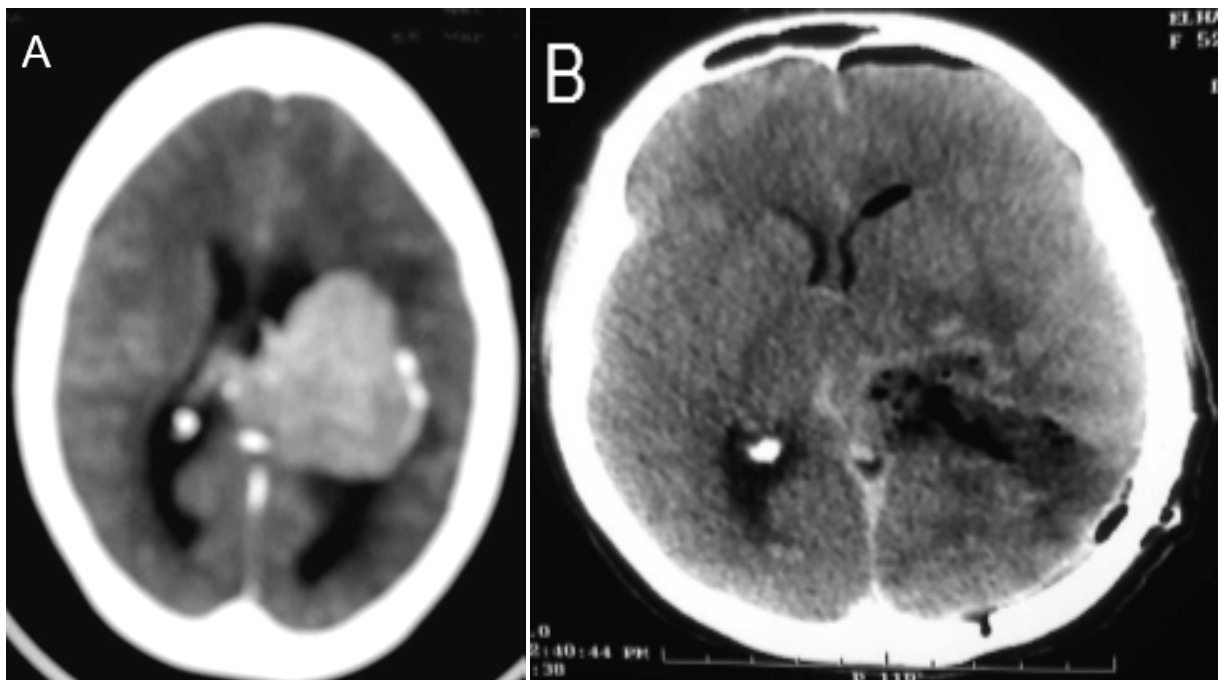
A : image de TDM cérébrale en coupes axiales après injection de contraste montrant un méningiome occupant le VL gauche et le carrefour du VL droit , prenant le contraste de façon homogène. B : TDM de contrôle après exérèse totale de la tumeur.
